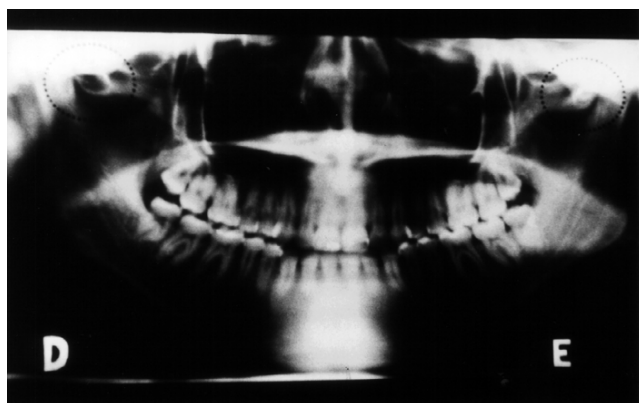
Radiografia panorâmica exibindo imagem radiolúcida bilateral na área correspondente às eminências articulares
